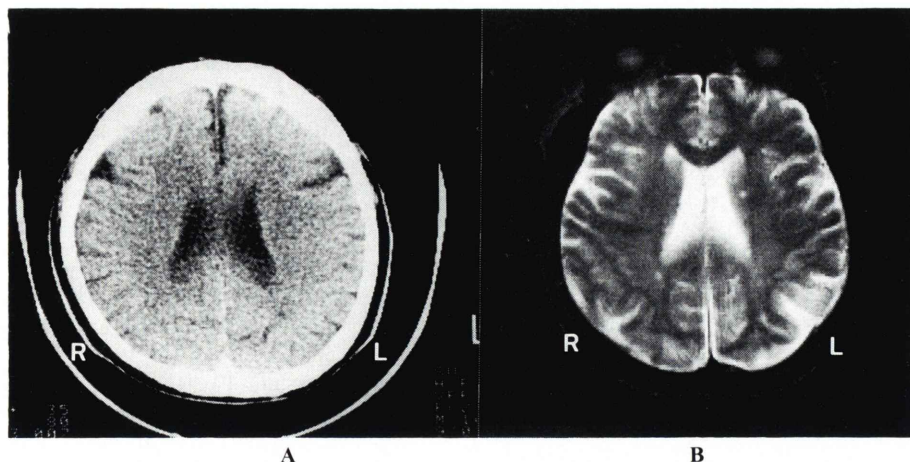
Brain CT (A) shows no abnormality in the region of left middle cerebral artery and MRI (B) is normal except small high intensity areas, which supposed to be lacunar infarction, in the left basal ganglia and right corona radiata. (CT=computed tomography, MRI=magnetic resonance imaging, R=right, L=left)
